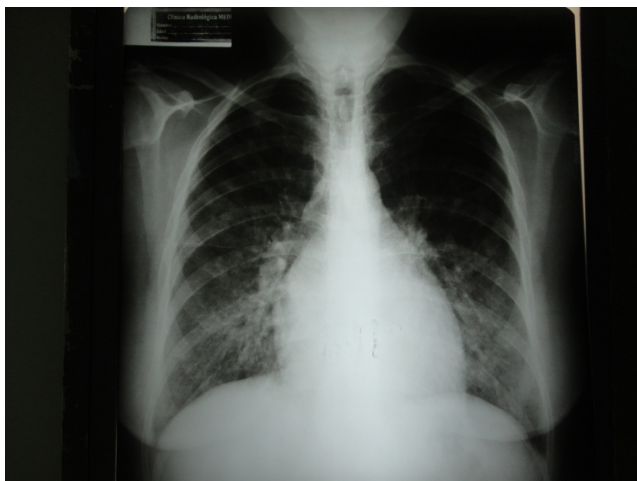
Radiografía PA de tórax.
